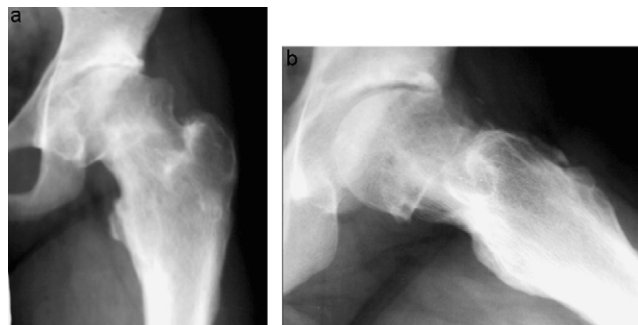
a et b; aspect radiographique à la troisième année postopératoire.
